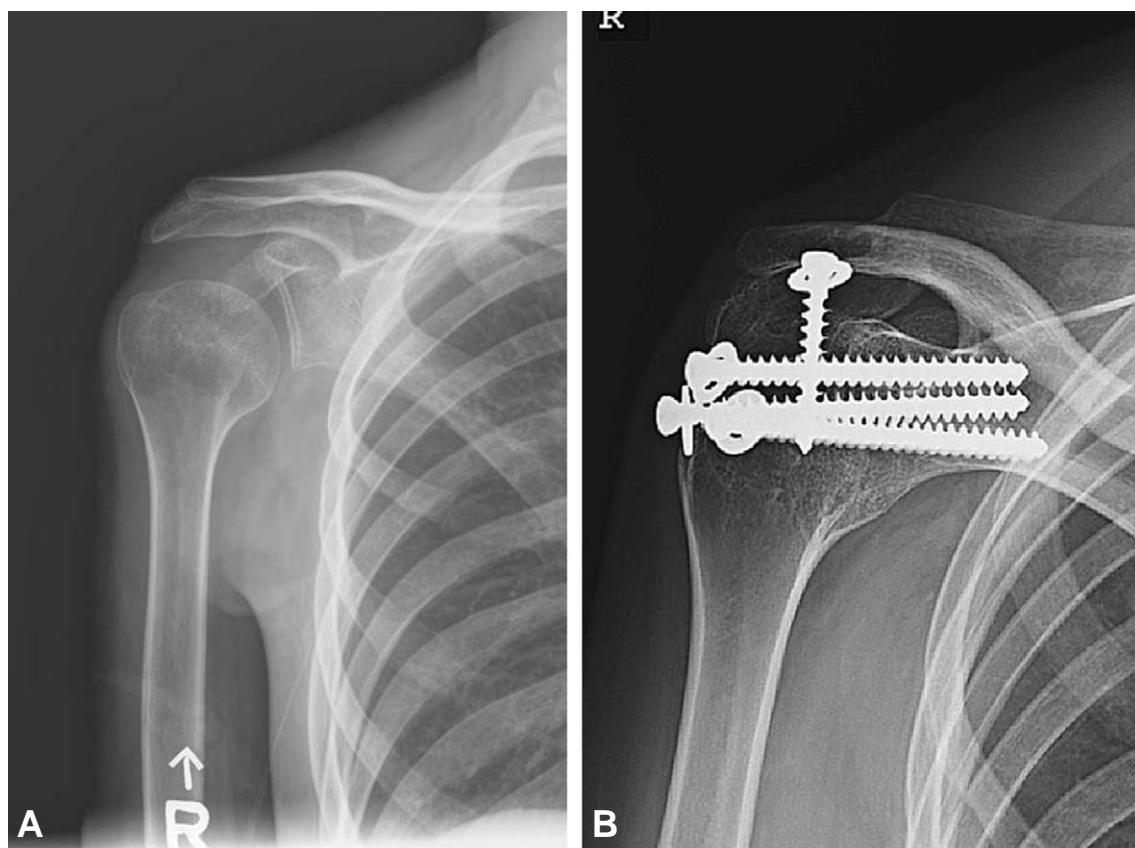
(A) The preoperative radiograph of a 21-year-old man show subluxation of right shoulder. (B) The radiograph taken 6 years 2months after shoulder arthrodesis show complete bony union.
